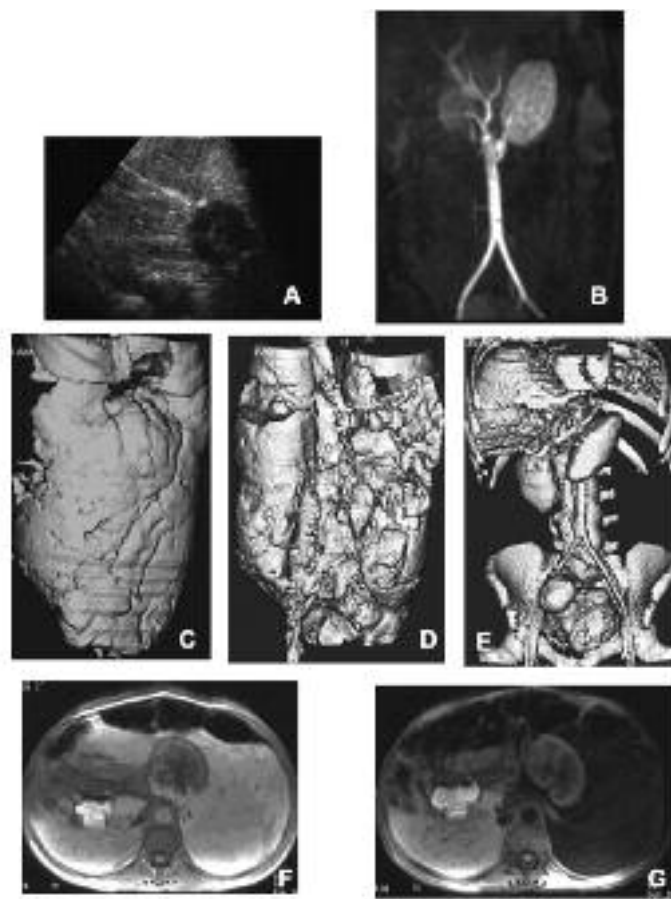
A) Ecografía. Se observa el riñón izquierdo en un corte axial rodeado por un gran tumor adiposo que sobrepasa los límites de la imagen.
